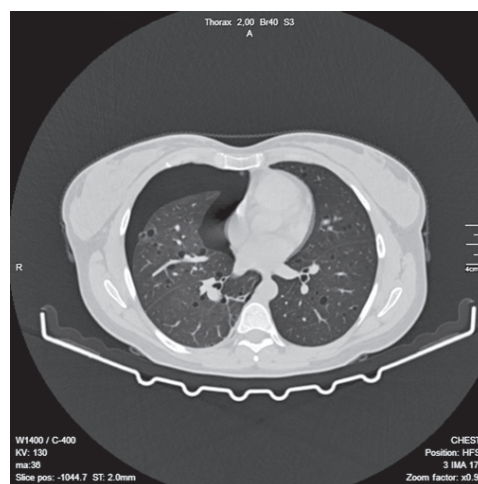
Аксіальний зріз КТ ОГК хворої Л. на 4-му місяці захворювання на COVID-19. Праворуч спостерігається розвиток субтотального пневмотораксу
